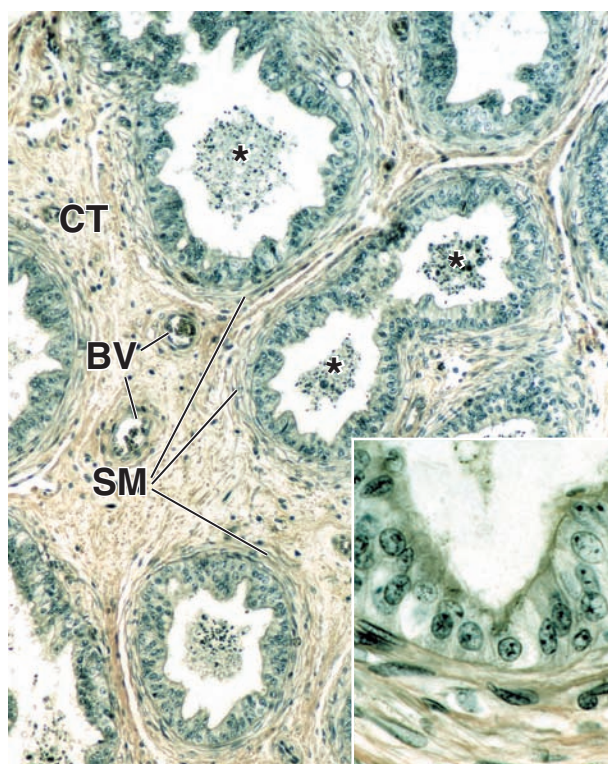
▲ Fotomicrografía de los conductillos eferentes. La muestra de esta fotomicrografía se tiñó con ácido pícrico y hematoxilina para ver mejor los componentes epiteliales de los conductillos eferentes, que están revestidos por un epitelio pseudocilíndrico estratificado. La superficie adluminal tiene un aspecto irregular y ondulado a causa de la alternancia de grupos de células cilíndricas altas y grupos de células cúbicas. Cada conductillo está rodeado por varias capas de células musculares lisas (SM) con disposición circular. En la luz de los conductillos hay espermatozoides aglomerados (asteriscos). La estroma está formada por tejido conjuntivo (CT) que contiene vasos sanguíneos (BV) de tamaños diversos. 120 ×. Recuadro. En esta imagen con más aumento del epitelio pseudoestratificado se observan células cilíndricas y cúbicas con pocos cilios. 500 ×.
